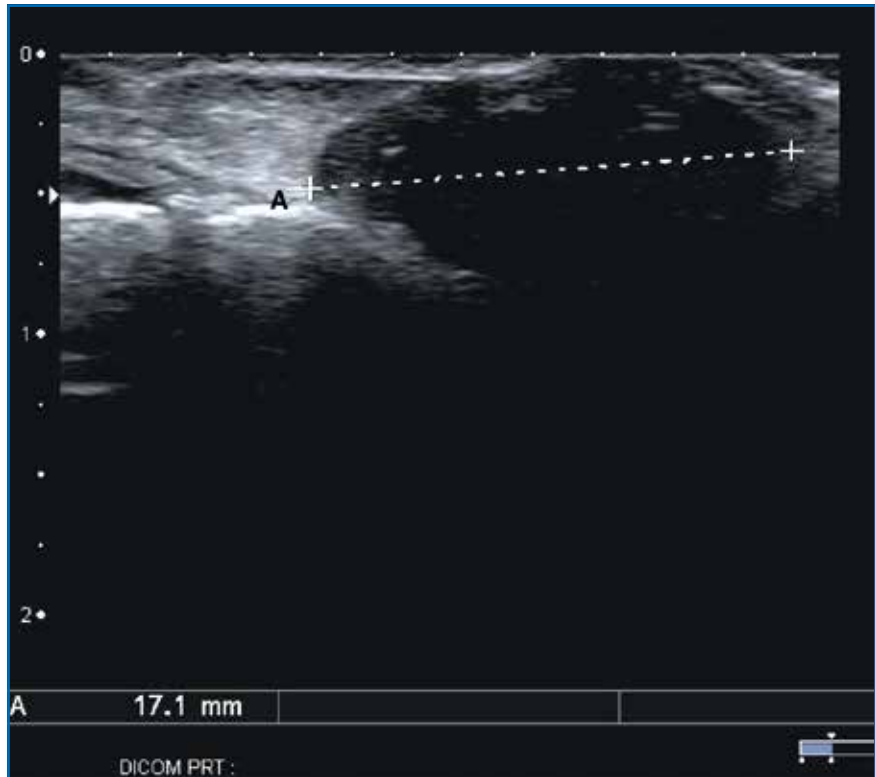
Échographie : masse hypoéchogène hyperabsorbante polycyclique.
